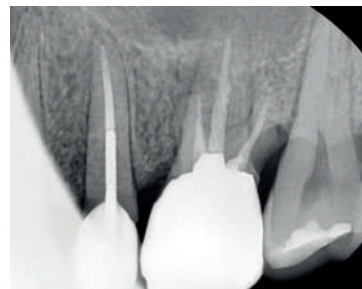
Прицельная рентгенограмма до операции
